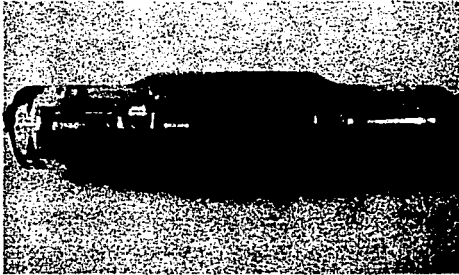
Cabeza del tubo Ortopantomográfico productor de rayos Roentgen
